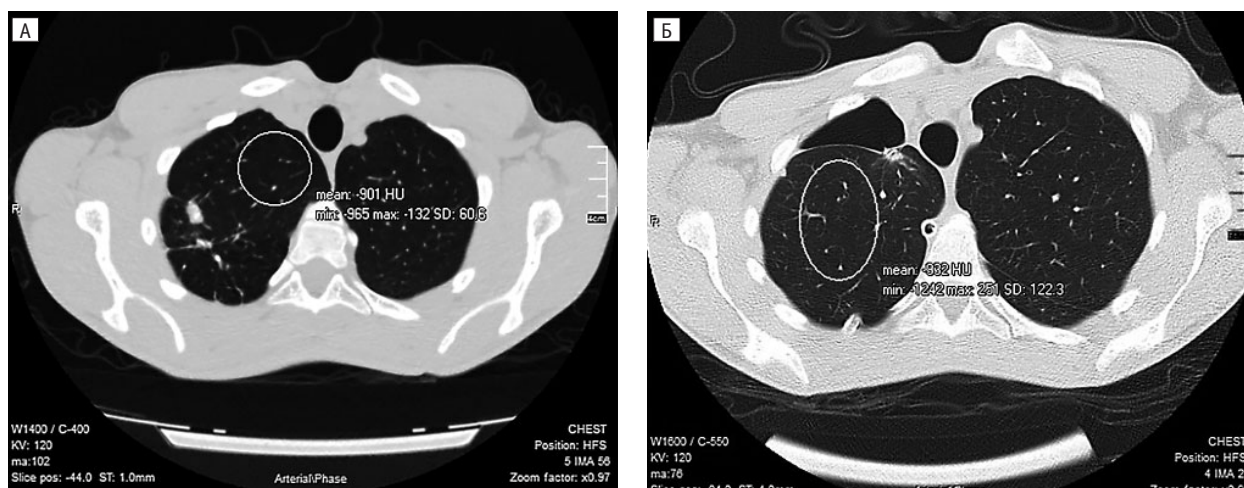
КТ-денситометрія. Пацієнт А. зі зниженою щільністю легеневої паренхіми (емфізематозний тип)
